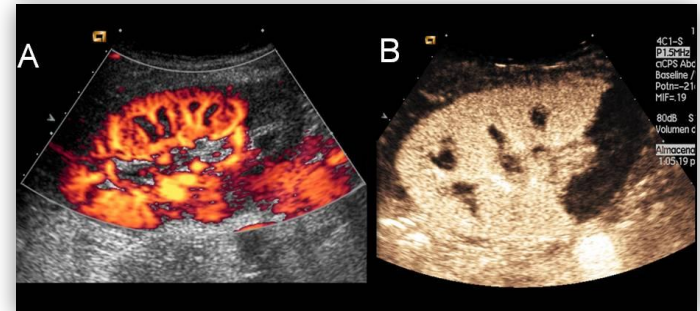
A) Doppler energy (CSI potencia) con ausencia de señal vascular en el polo inferior. B) CEUS que demuestra ausencia de realce en el polo inferior, compatible con hipoperfusión/ausencia de perfusión.
